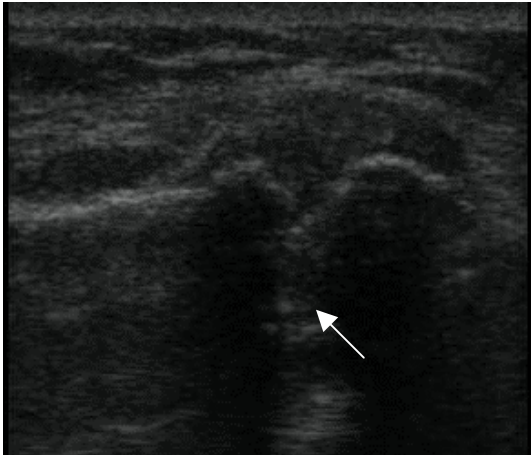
Ultrasonido que muestra la cápsula y el disco intraarticular (flecha blanca)
